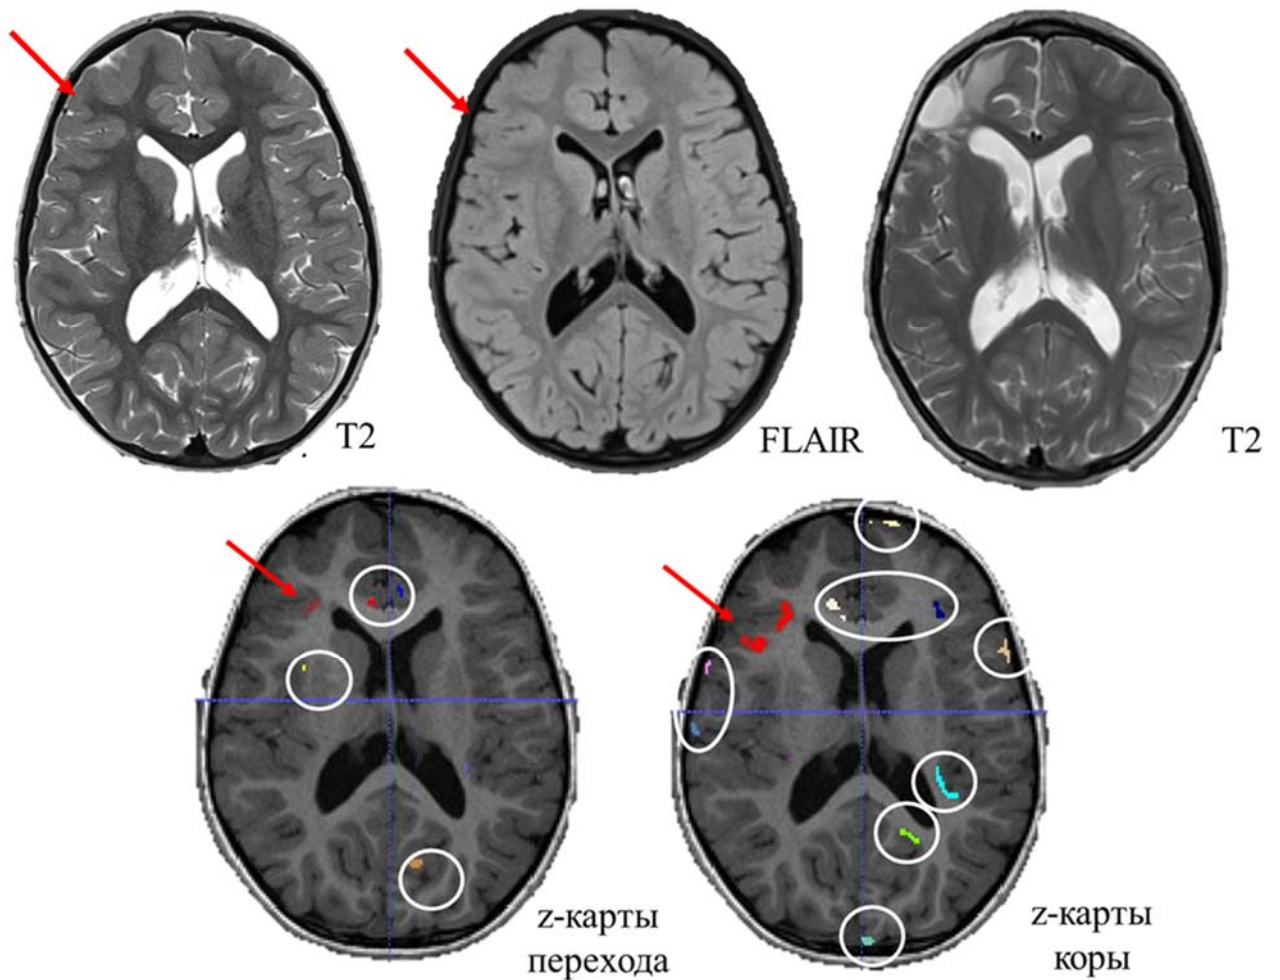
МРТ пациента с ФКД правой лобной доли. На структурных МРТ четких изменений характерных для ФКД не было выявлено. z-карты толщины коры и нарушения границы перехода серого и белого вещества демонстрируют аномально яркие зоны (красные стрелки) совпадающие с зоной резекции. В белых кругах обозначены условно ложноположительные зоны
